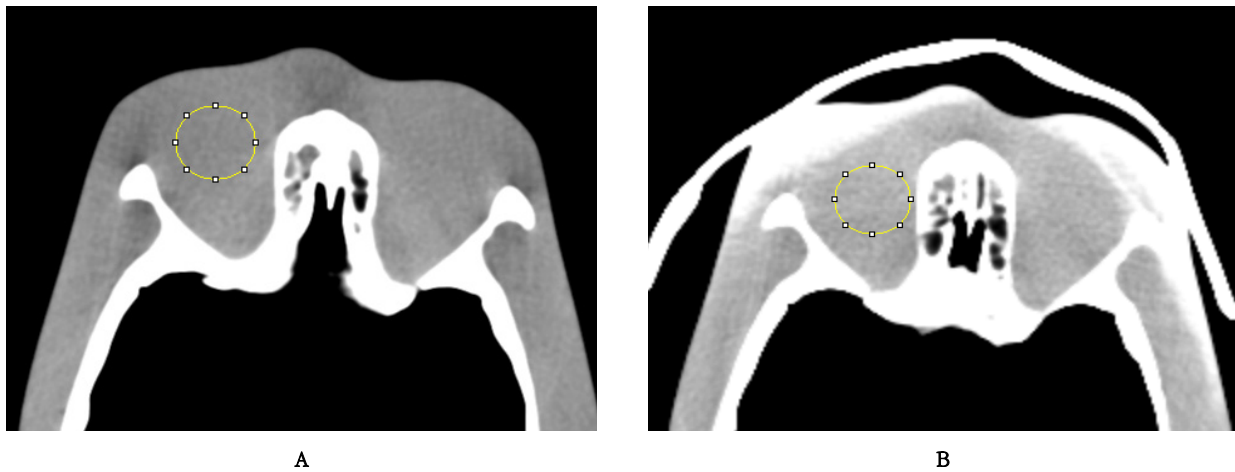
CT images of anthropomorphic phantom. A, Axial image of unshielded bismuth in the eye. B, This adult patient has an eye shield in place. While artifact is seen into the globe, no artifact is transmitted into the brain
